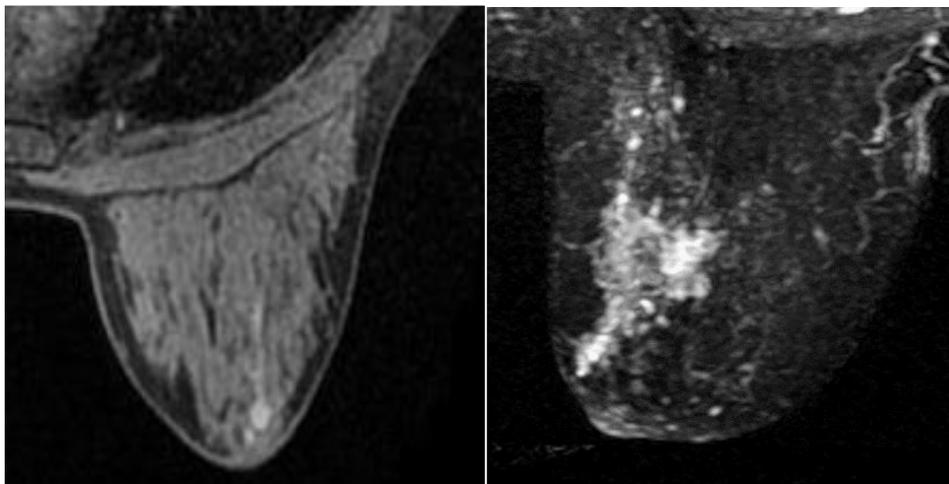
RM mamaria en plano axial. Imagen izquierda: Realce lineal retroareolar. Imagen derecha: Realce difuso en los tres planos de cuadrantes internos.
